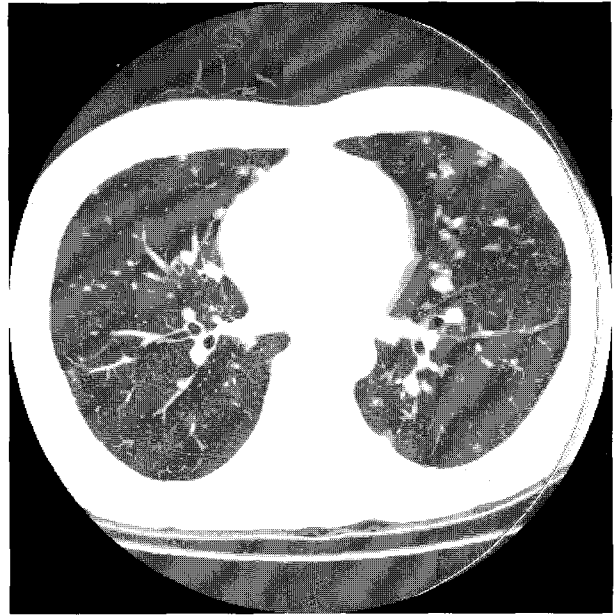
HRCT scan of the chest after the fourth cycle of VIP chemotherapy. Compared to Fig. 4, the number and size of the nodules on the whole lung field decreased.
